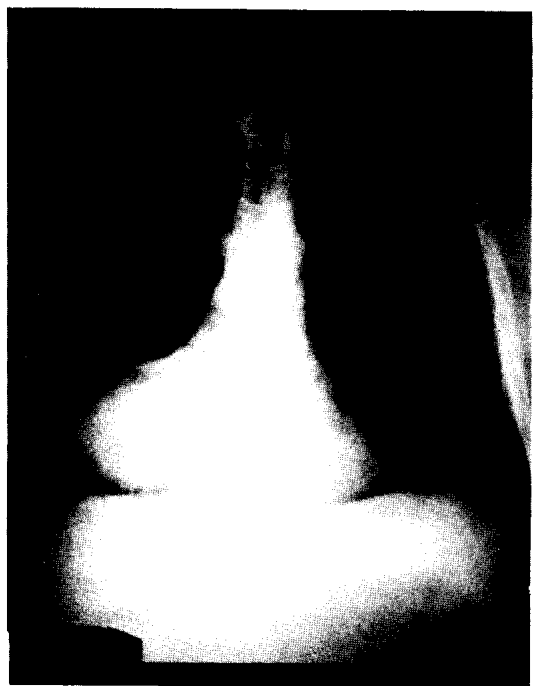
RADIOGRAFIA DEL TORAX
